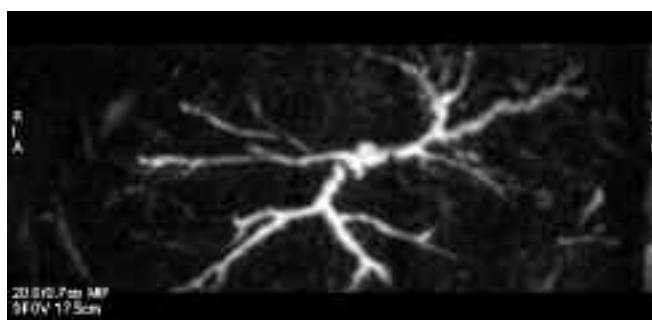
Imagen arrosariada de la vía biliar intrahepática. Colangiorresonancia magnética.
